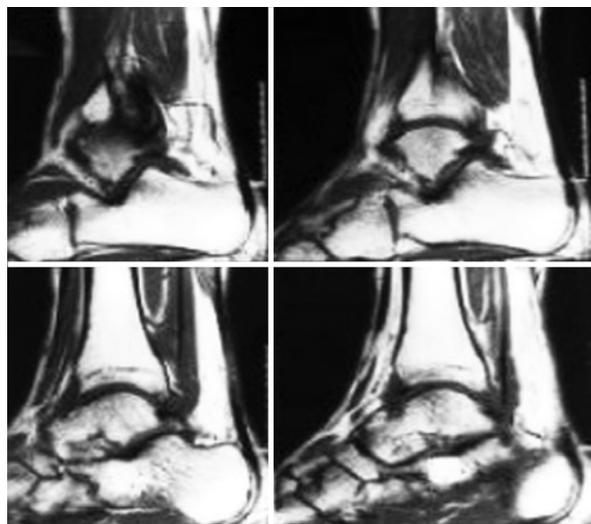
Imagen de resonancia magnetica
